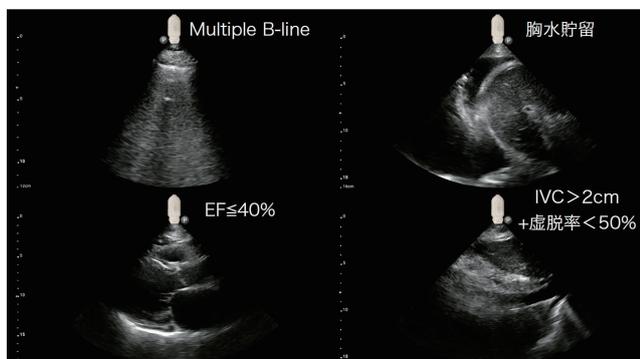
心不全のエコー所見における重要項目(*10)
